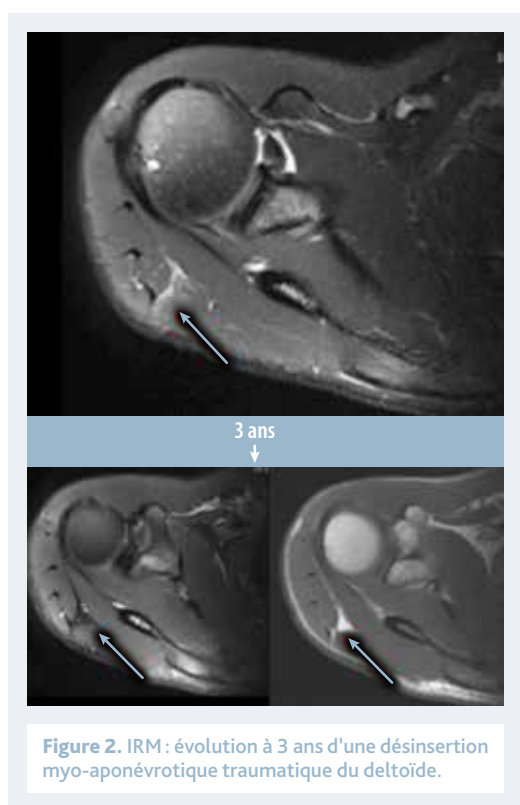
IRM : évolution à 3 ans d'une désinsertion myo-aponévrotique traumatique du deltoïde.
